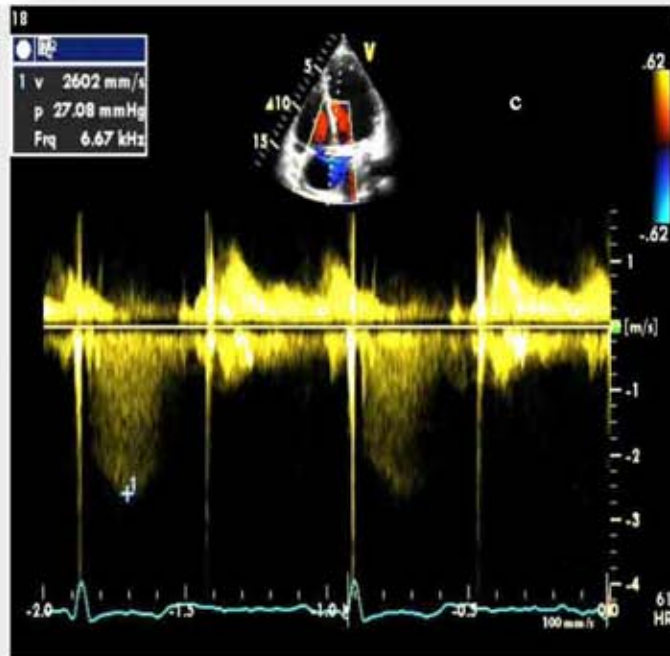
b.c .Ecocardiografia transtoracică (Clinica Angiomed) după protezarea mitrală și inelul tricuspidian
